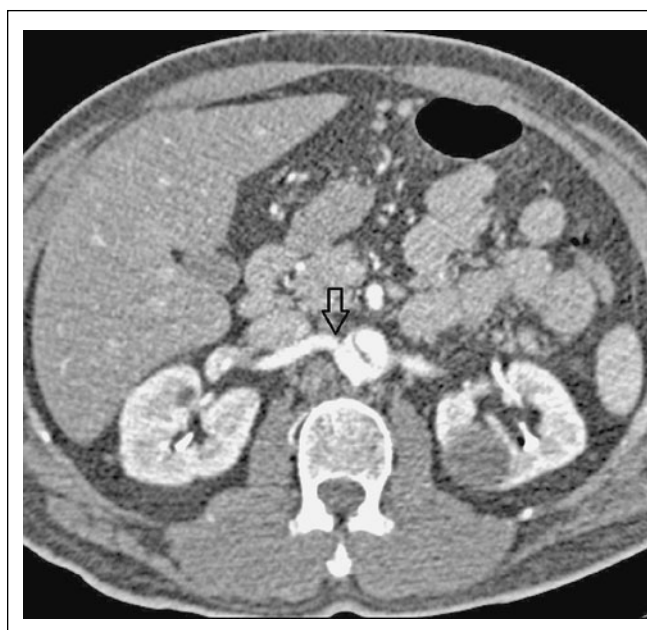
CT-Angiographie des Abdomens mit Doppelkontur in der Aorta abdominalis. Die A. ren. dext. entspringt aus dem falschen Lumen (Pfeil).
